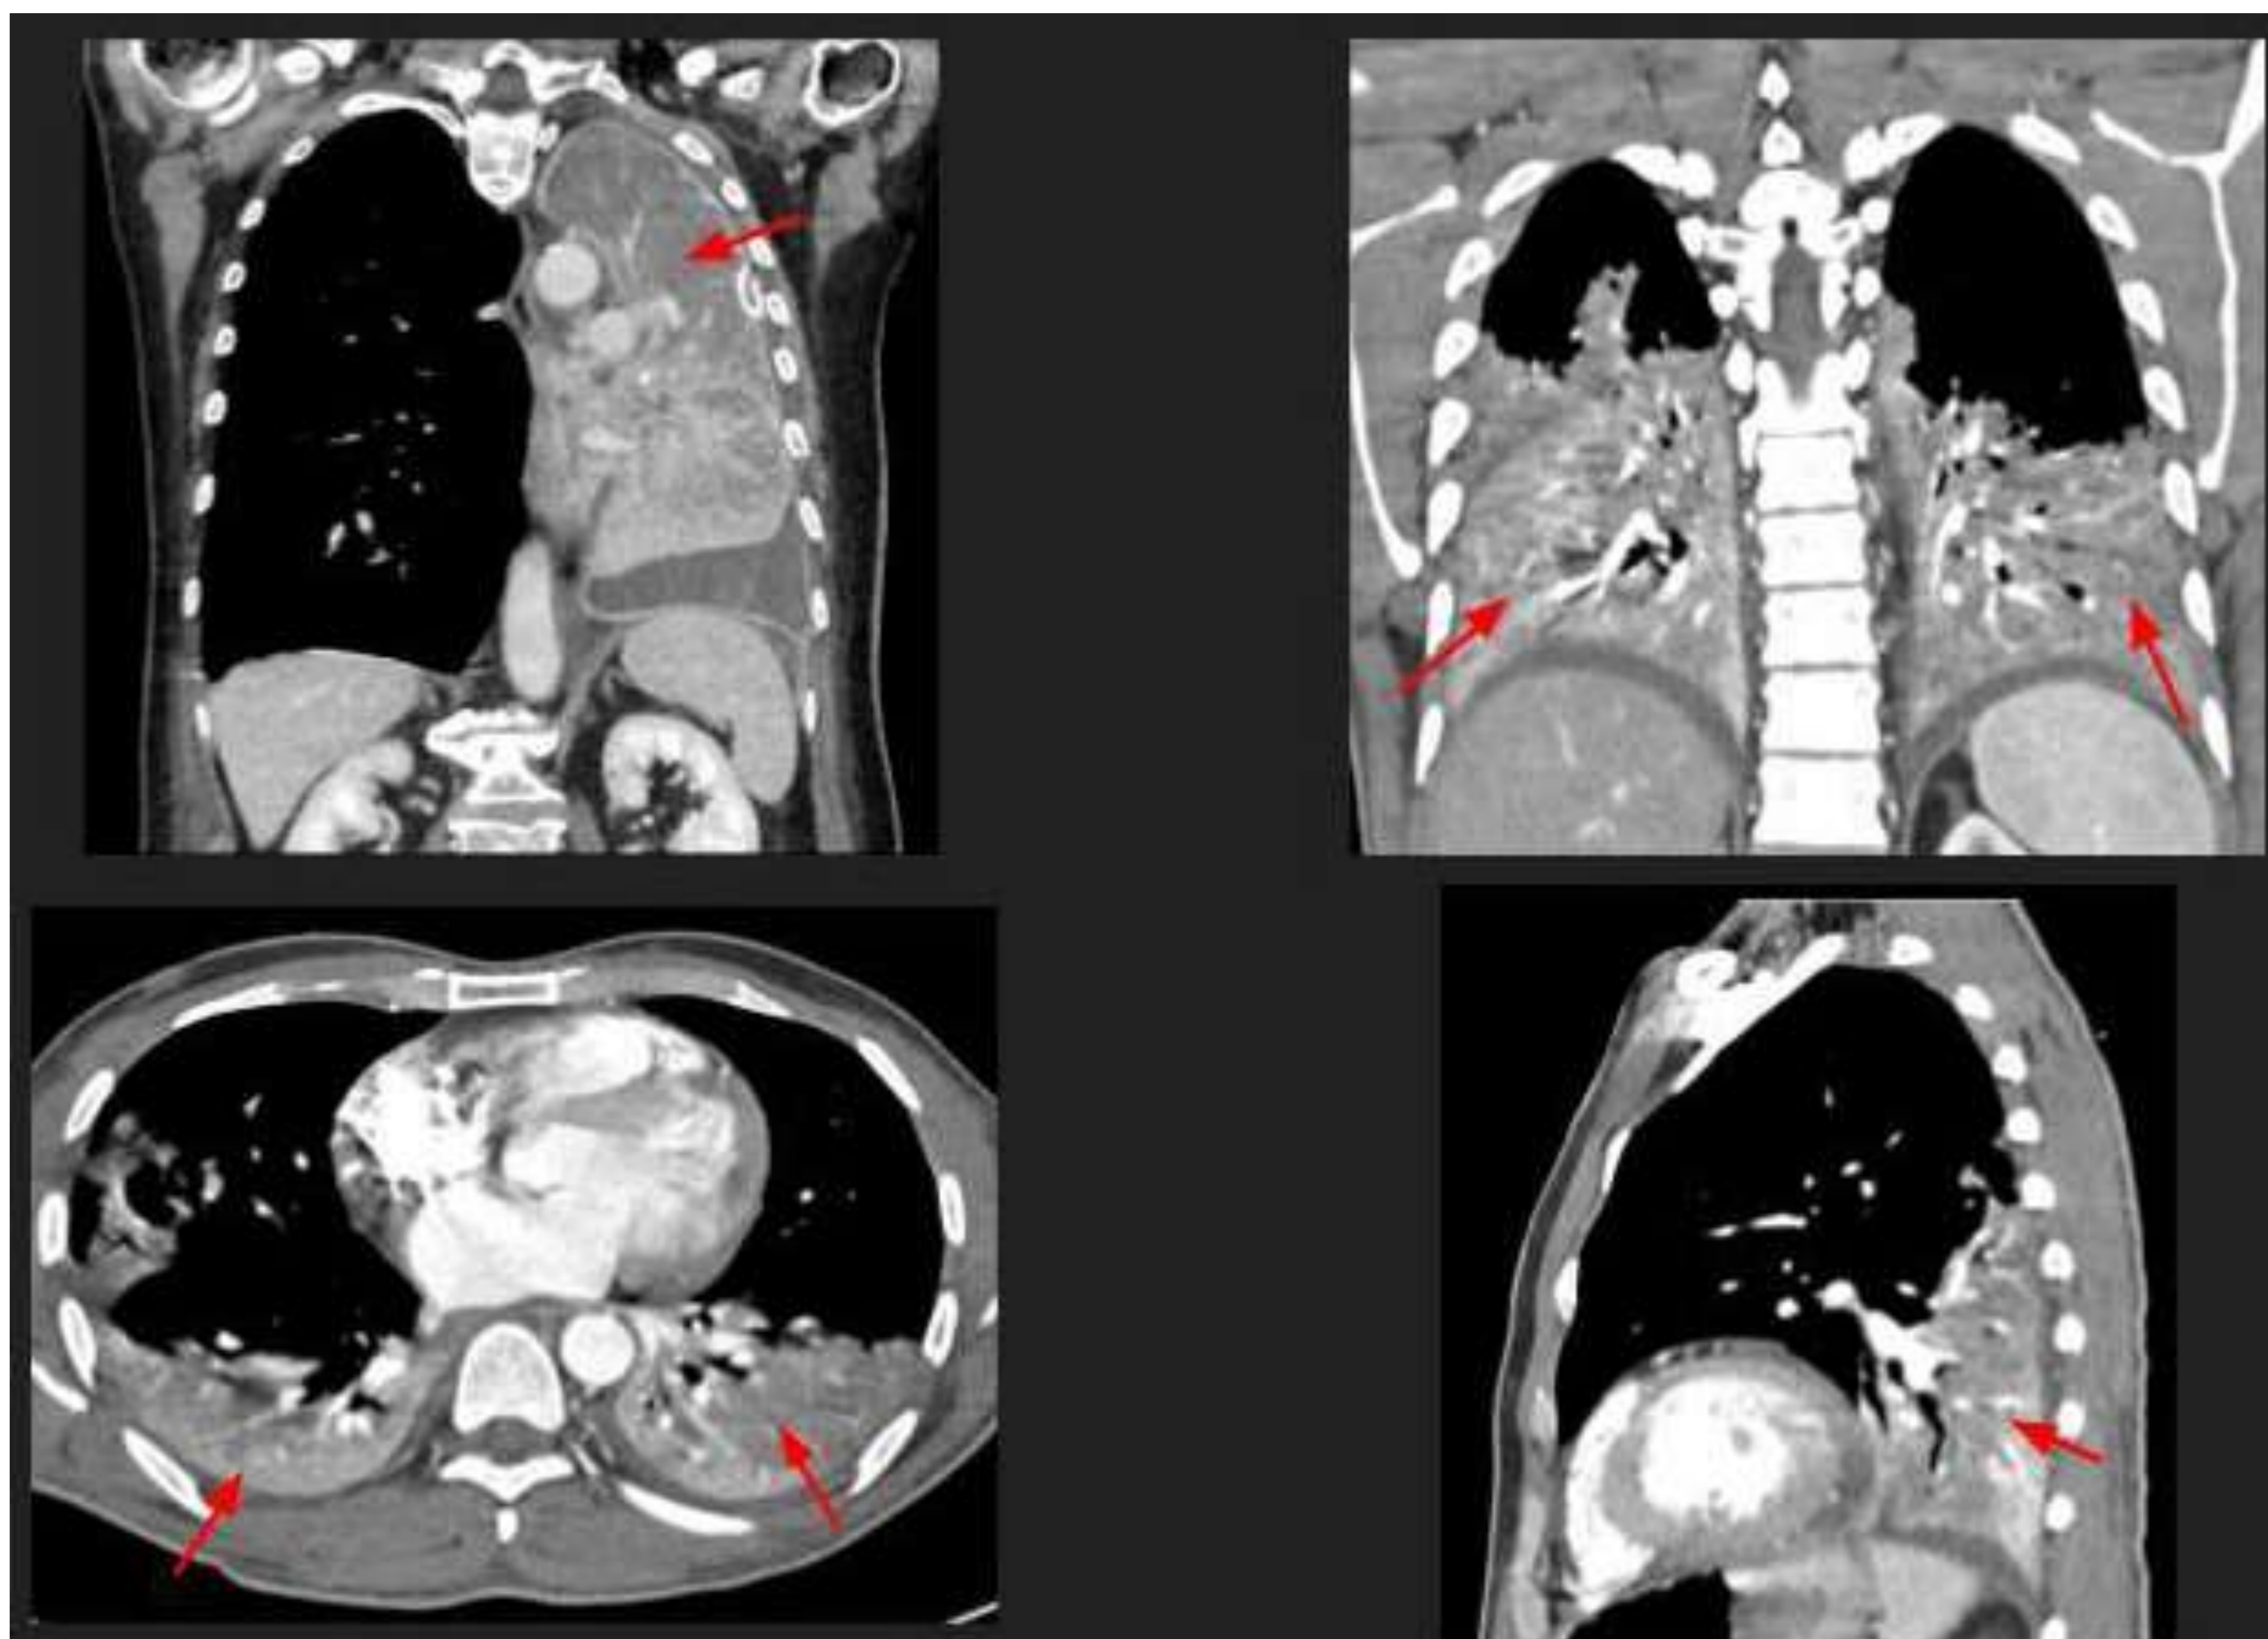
Imágenes TC de cuatro tomografías pacientes con neumonía bacteriana que muestran consolidaciones de densidad heterogénea que no realzan uniformemente (↗) y que asocian broncograma aéreo. No hay pérdida de volumen.
